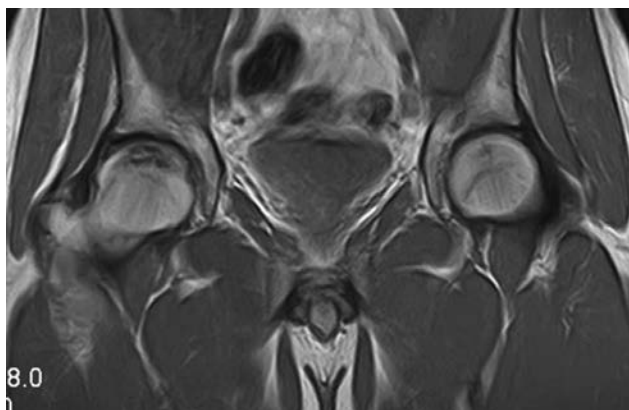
Пациент 37 лет. На МР-томограммах в коронарной проекции в последовательностях PD и T2 с методикой подавления жира в верхнелатеральной части правой головки бедренной кости определяется зона асептической деструкции с деформацией суставной поверхности за счет импрессии — асептический некроз II стадии
